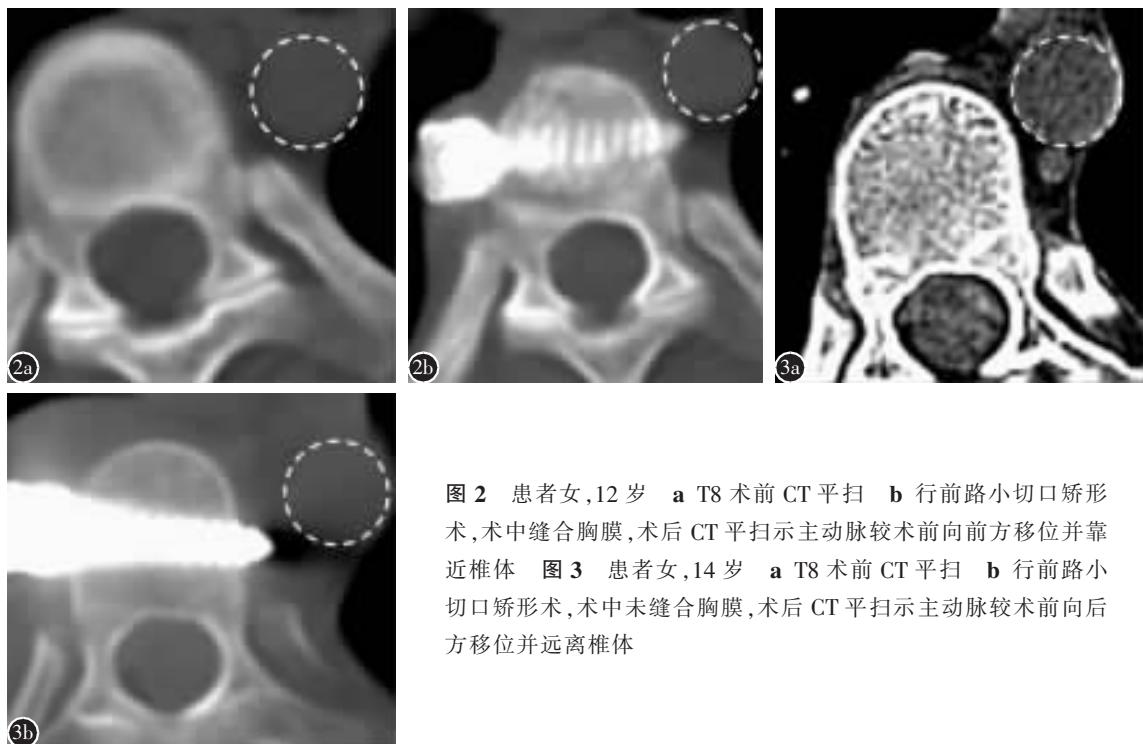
患者女,12岁 a T8术前CT平扫 b 行前路小切口矫形术,术中缝合胸膜,术后CT平扫示主动脉较术前向前方移位并靠近椎体 图3 患者女,14岁 a T8术前CT平扫 b 行前路小切口矫形术,术中未缝合胸膜,术后CT平扫示主动脉较术前向后方移位并远离椎体
